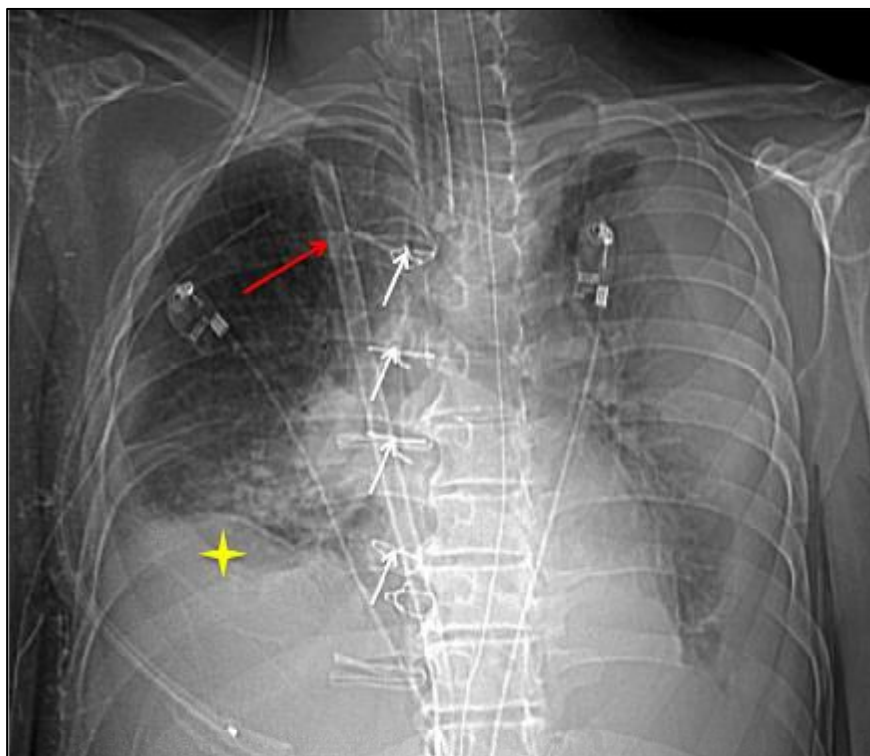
Radiographie thoracique postopératoire, réalisée chez un patient de 59 ans, thymectomisée pour carcinome thymique avec des métastases pleurales, objectivant une opacité bilatérale avec le bord supérieur concave vers le bas évoquant une pleurésie (étoile jaune), le drain thoracique (flèche rouge) et suture de la sternotomie (flèches blanches) (Service de Radiologie CHU Hassan II Fès).
